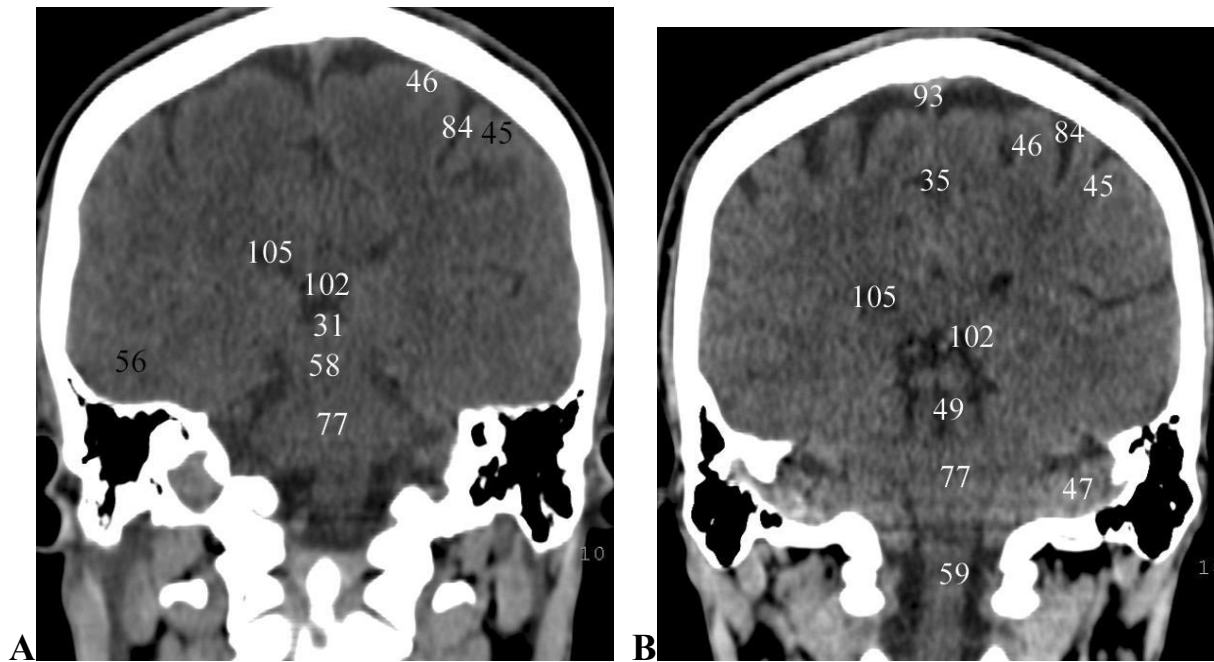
Anatomie TDM normale de l'encéphale dans le plan frontal avec des coupes sériées de A à C. [41]
